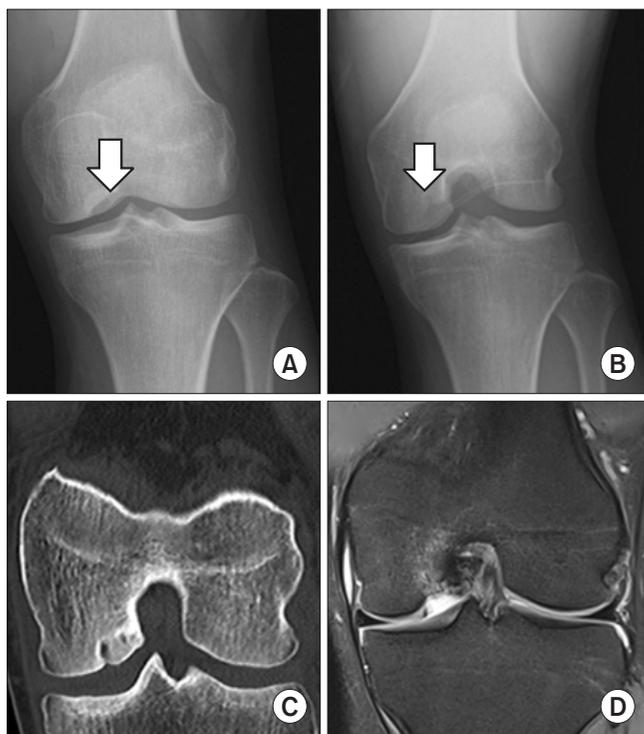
Initial radiographic evaluations. (A, B) The blue arrows are indicating radiolucent lesion on the anterior-posterior, posterior-anterior knee radiographs. Computed tomography (C) and coronal fat-suppressed T2-weighted magnetic resonance imaging (D) studies showed completely displaced stage IV osteochondral lesion measuring 0.9 mm×0.9 mm.
